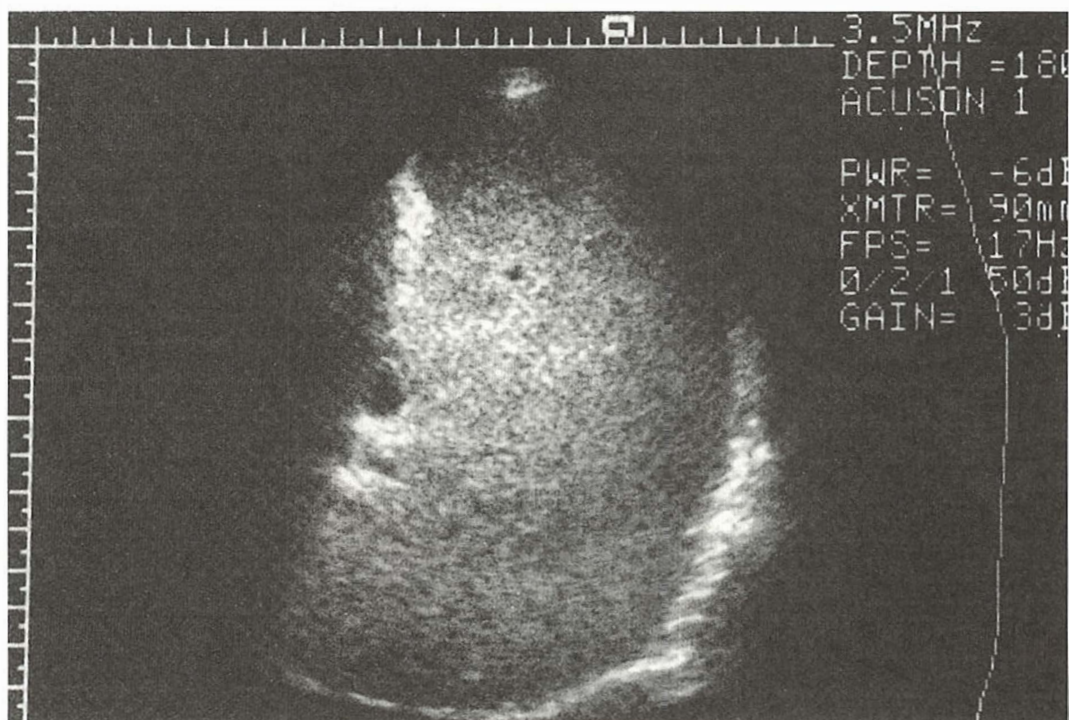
Ecografie abdominală, care evidențiază splina mărită în volum. În acest caz, splenomegalia este secundară mielofibrozei.
